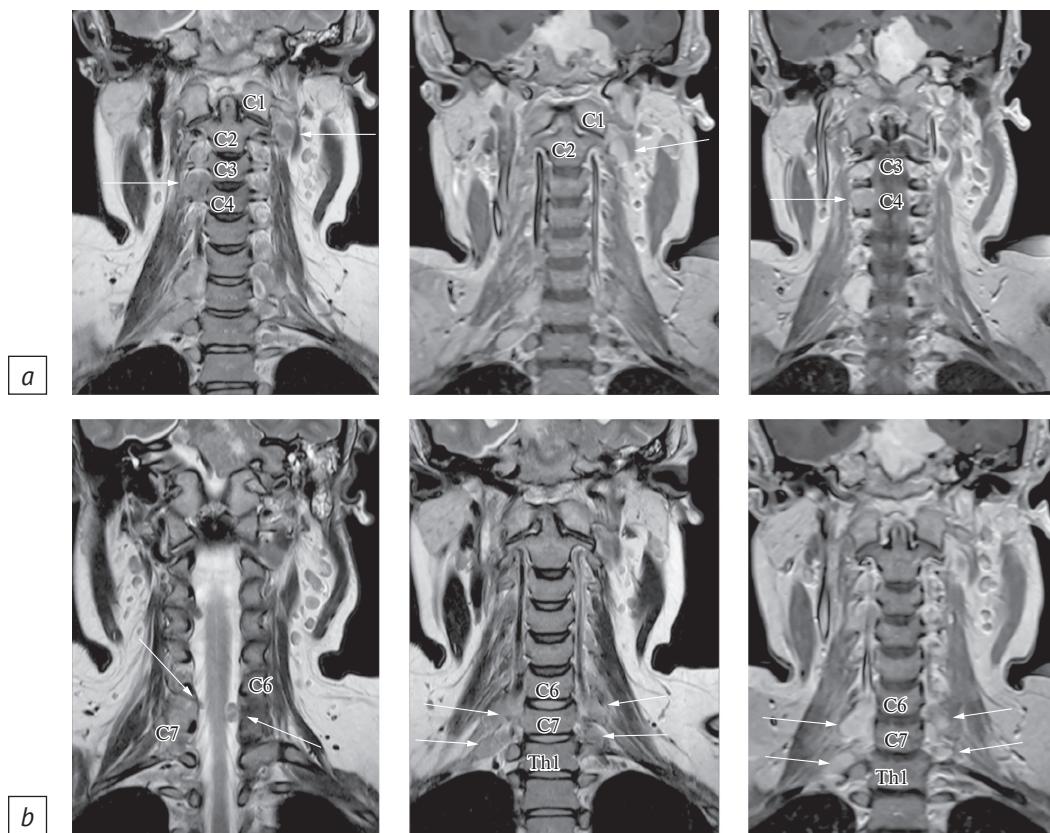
МРТ шейного отдела позвоночника в коронарной проекции в режиме T2 до внутривенного контрастирования и в режиме T1 после него:
